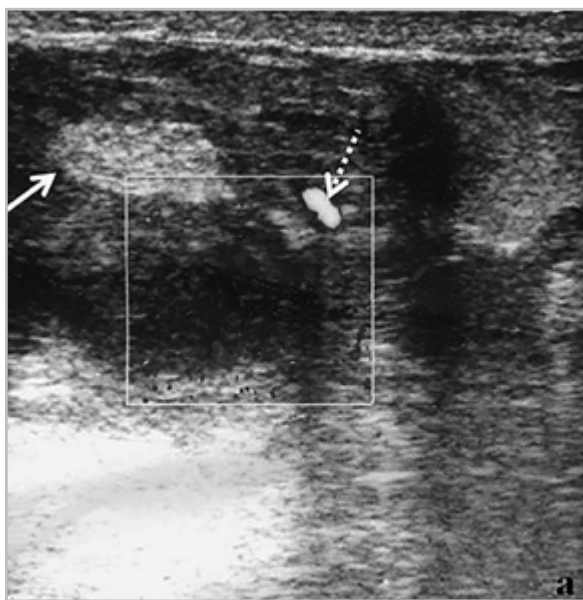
Эхограммы правой молочной железы (УЗИ с энергетическим доплеровским картированием). Образование неоднородной структуры. Обращает на себя внимание гиперэхогенное включение (*сплошная стрелка*) и единичный внутриузловой сосуд (*пунктирная стрелка*)
